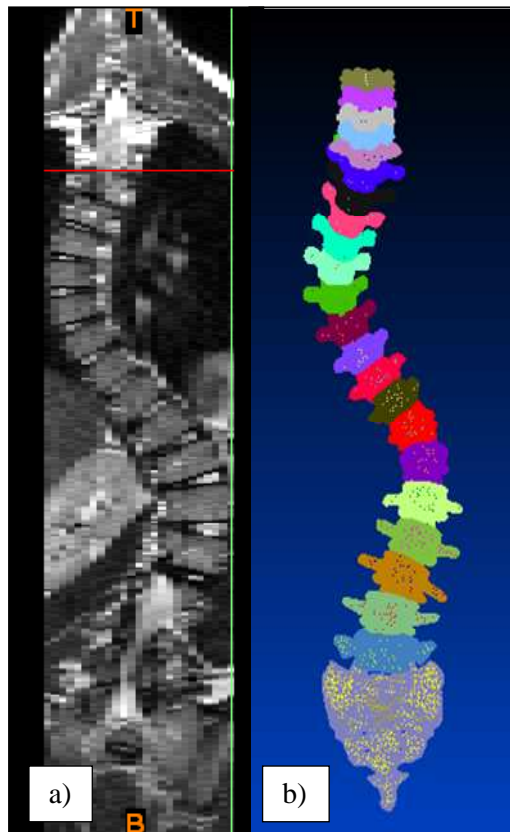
a) Imagem TC da coluna vertebral da paciente com EIA; b) Modelo 3D criado.
